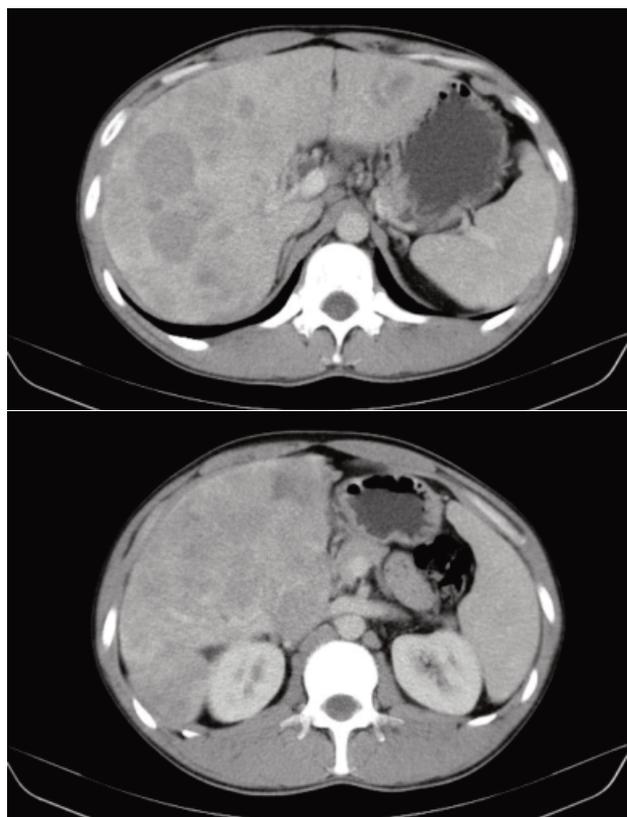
Imagen del TAC en el que se aprecian lesiones compatibles con tumor multicéntrico.
